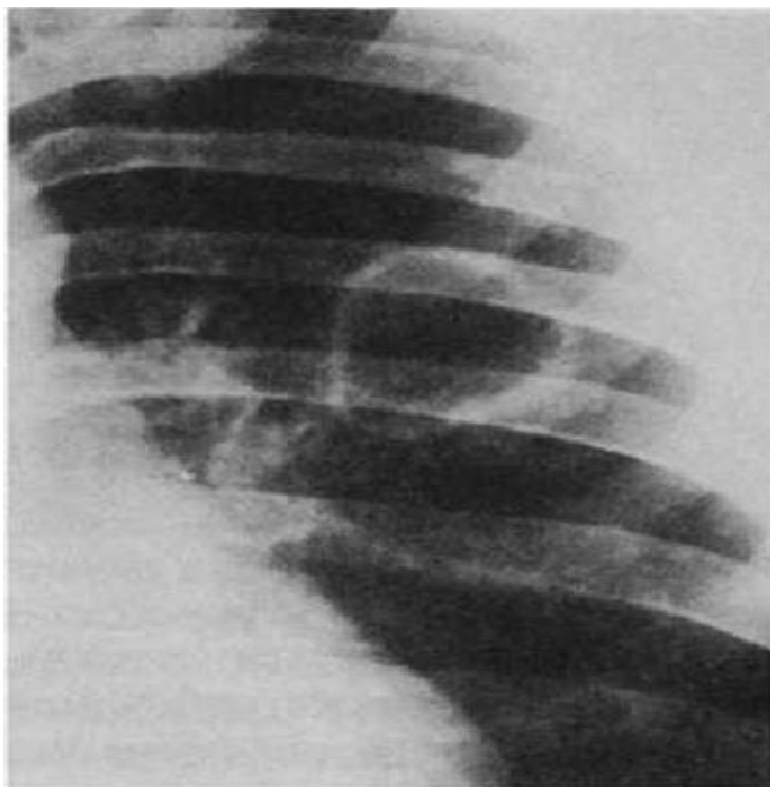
Кавернозный туберкулез: а – каверна в верхней доле правого легкого; б – каверна в верхней доле левого легкого. Рентгенограммы легких в прямой проекции.
